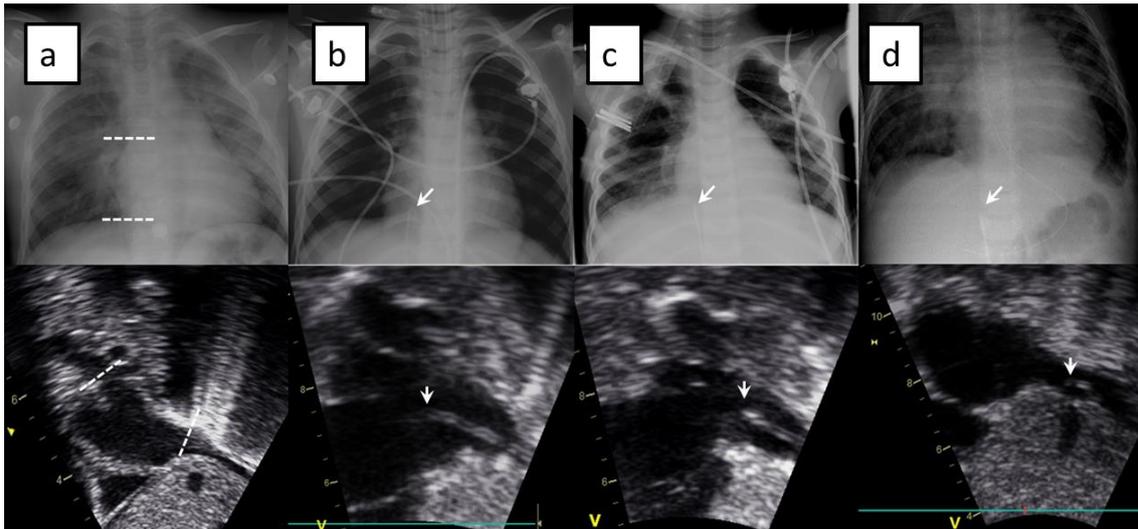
(64): Comprobación de catéteres femorales desde plano subcostal (eje de cavas) y correspondencia con la imagen radiográfica a: Localización de la unión cavo-atrial. B: catéter intra-atrial. C: Catéter en localización correcta en la unión cavo-atrial. D: Localización del catéter demasiado bajo. Imágenes propias del autor, publicadas en Alonso-Quintela P; Oulego-Erroz I et al. Location of the Central Venous Catheter Tip With Bedside Ultrasound in Young Children: ¿Can We Eliminate the Need for Chest Radiography? *Pediatr Crit Care Med* 2015;16: e340-345. (129)
